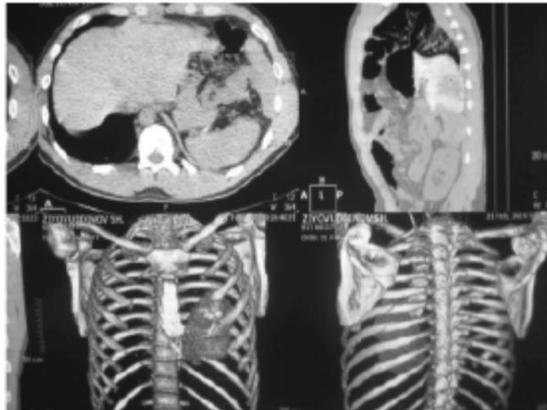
КТ: признаки пролабирания органов брюшной полости в левую плевральную полость, гемоторакс слева, ушиб левого легкого. Смещение органов средостения вправо. Перелом 6-7 ребер слева
